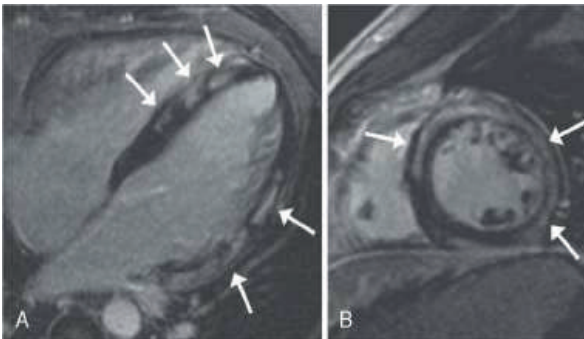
Раннє контрастування гадолінієм при МРТ серця хворого на міокардит в місцях запалення міокарду лівого шлуночка (показано стрілками): А – повздовжня проекція, В – поперечна проекція. (Джерело: <http://cardiology-secrets.blogspot.com/2010/08/diagnosis-of-heart-cardiac-magnetic.html>).
